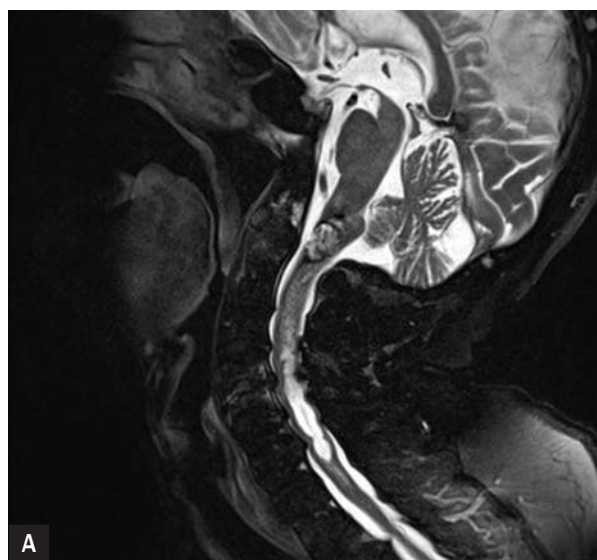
Patient 1. T2-weighted magnetic resonance images; head – left frontal area; cord – lesion between medulla oblongata and spinal cord at C2 vertebra level, with haemorrhage up to body of C7 vertebra
